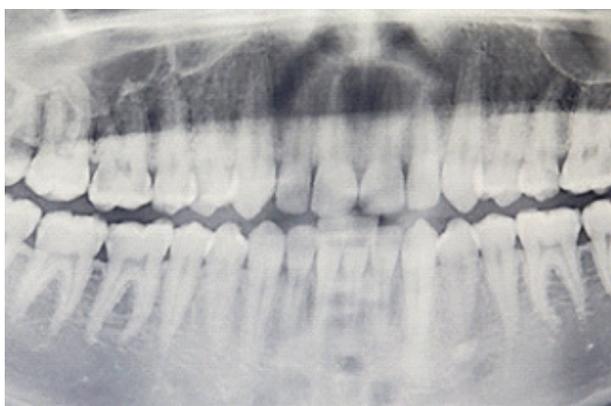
Panoramic x-ray
